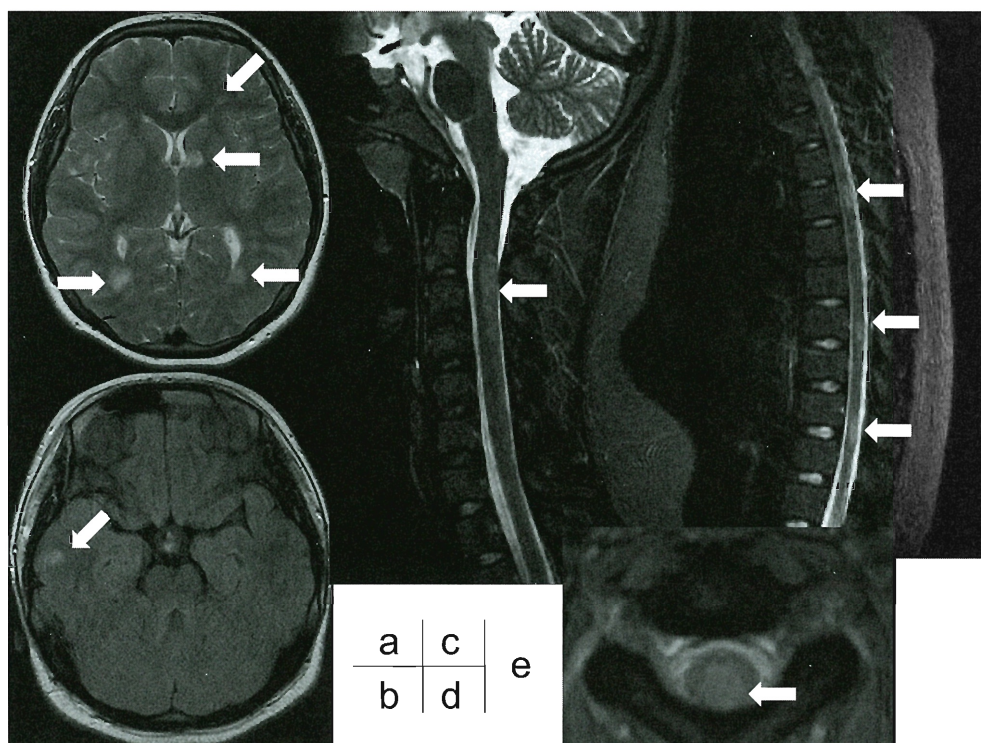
Magnetic resonance imaging (MRI) findings at the age of 13 years and 6 months. (a and b) Axial T2-weighted images of the brain showing numerous high intensity regions (arrow) in the bilateral subcortical and deep white matter of the cerebrum, left caudatum, and right midbrain. (c and d) Sagittal and axial T2-weighted MRI image of gadolinium-enhanced cervical cord showing a long spinal cord lesion (LSCL) extending over three vertebral segments in the C3-C6 cervical cord (arrow) with a dorsal dominance. (e) Sagittal T2-weighted short-time inversion recovery (STIR) image of the thoracic cord showing some high-intensity regions (arrow).
